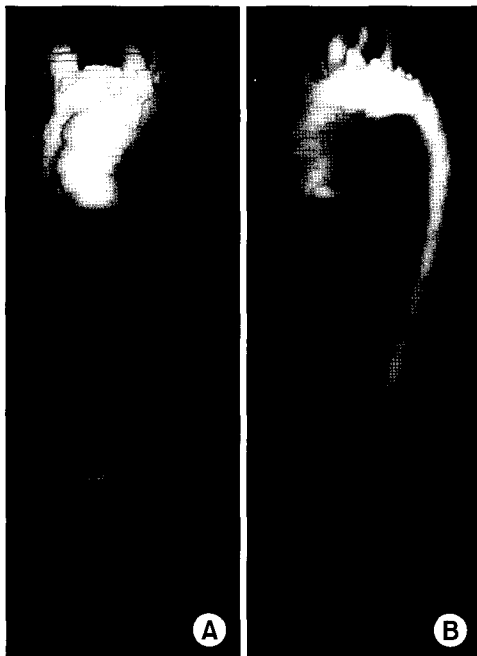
3D-CT demonstrate long segmental narrowing from the thoracic aorta to the bifurcation of renal artery with normal aortic arch (A) AP view, (B) Lateral view.
